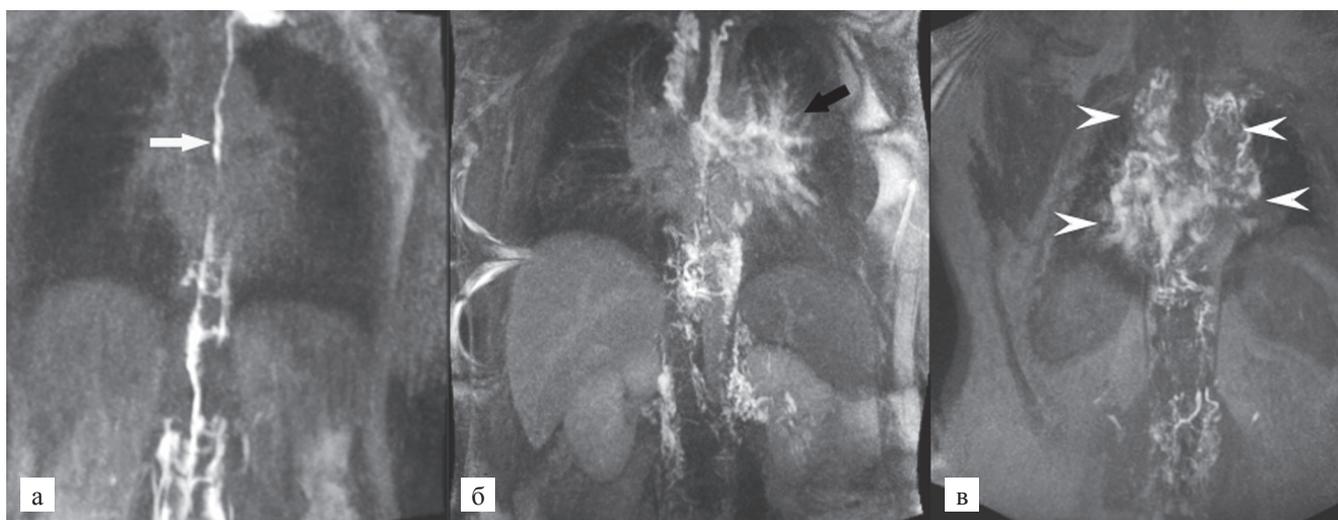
ЛГДКМР-томография пациентов с ПБ: а – нормальный ГП (белая стрелка) без легочного лимфотока; б – аномальные ГП с аномальным легочным лимфоток в направлении левого рубчика и легких (черная стрелка); в – двусторонняя аномальная ЛП (черный наконечник стрелы)
